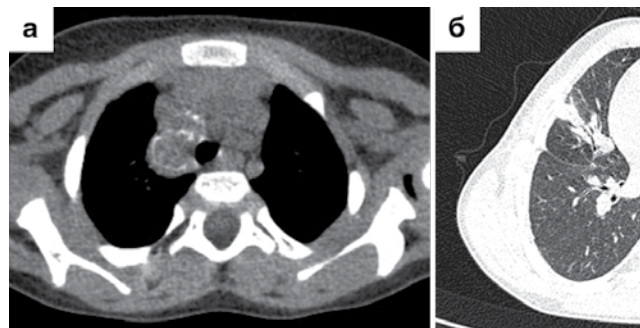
3б. Пациент Н., 2 года. КТ ОГК при поступлении (3а – аксиальная проекция, мягкотканное окно, 3б – аксиальная проекция, легочное окно): массивный конгломерат лимфатических узлов паратрахеальной группы справа размером 26 × 18 × 19 мм с кальцинацией по капсуле лимфатического узла, первичный аффект С₄ правого легкого
